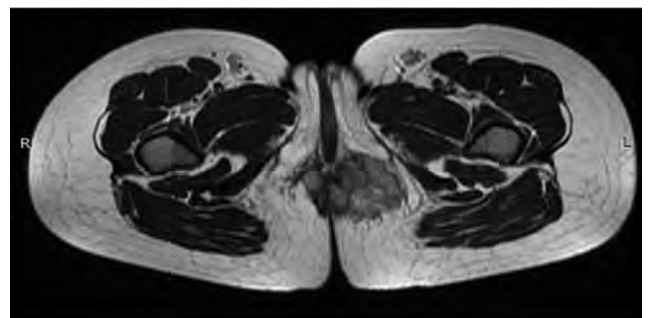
Masă tumorală la nivelul regiunii fesiere stângi și perianale, aspect RMN
